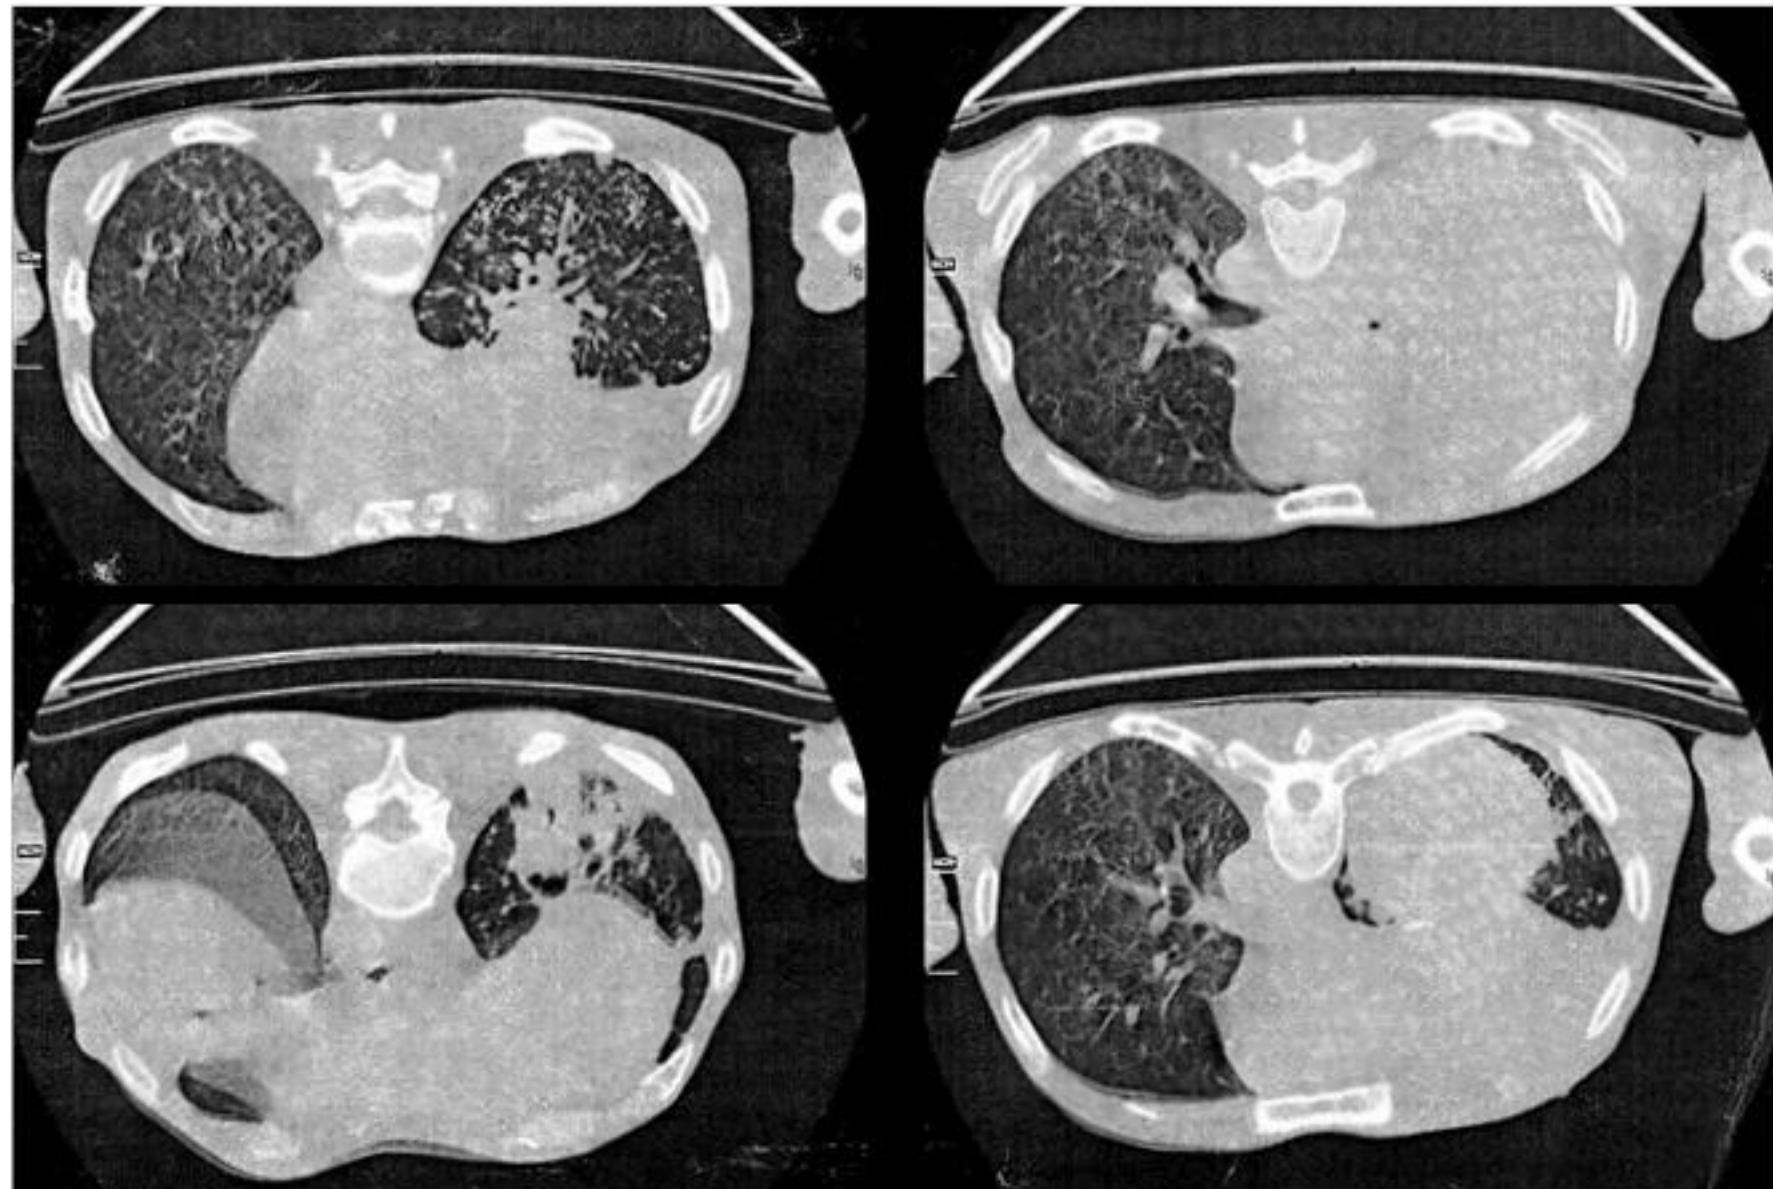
Больной Р. Компьютерные томограммы органов грудной клетки (описание в тексте)
